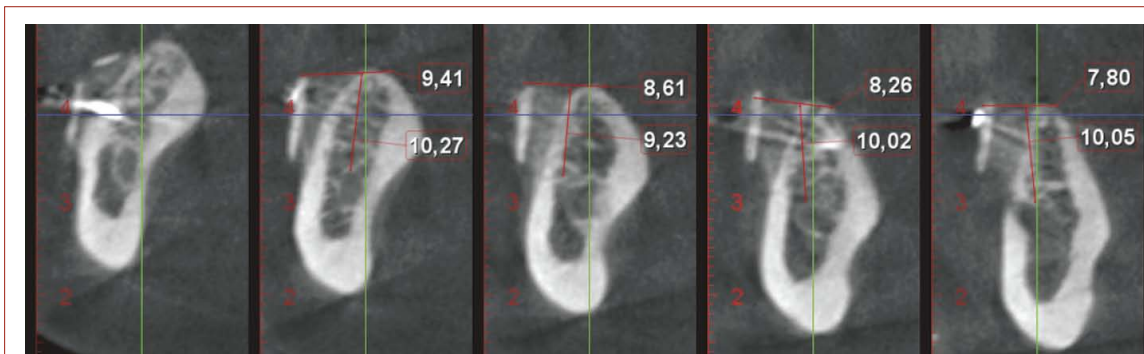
Серия КТ у пациента первой группы наблюдения в области от 4.4 до 4.7
